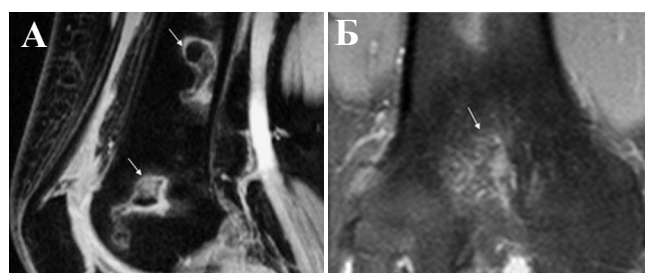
МРТ тазобедренных суставов, STIR, мультипланарное исследование. Магнитно-резонансные признаки инфаркта костного мозга: участок патологического MR-сигнала по типу «географической карты» (стрелки) (А); отек костного мозга (стрелки) (Б)
